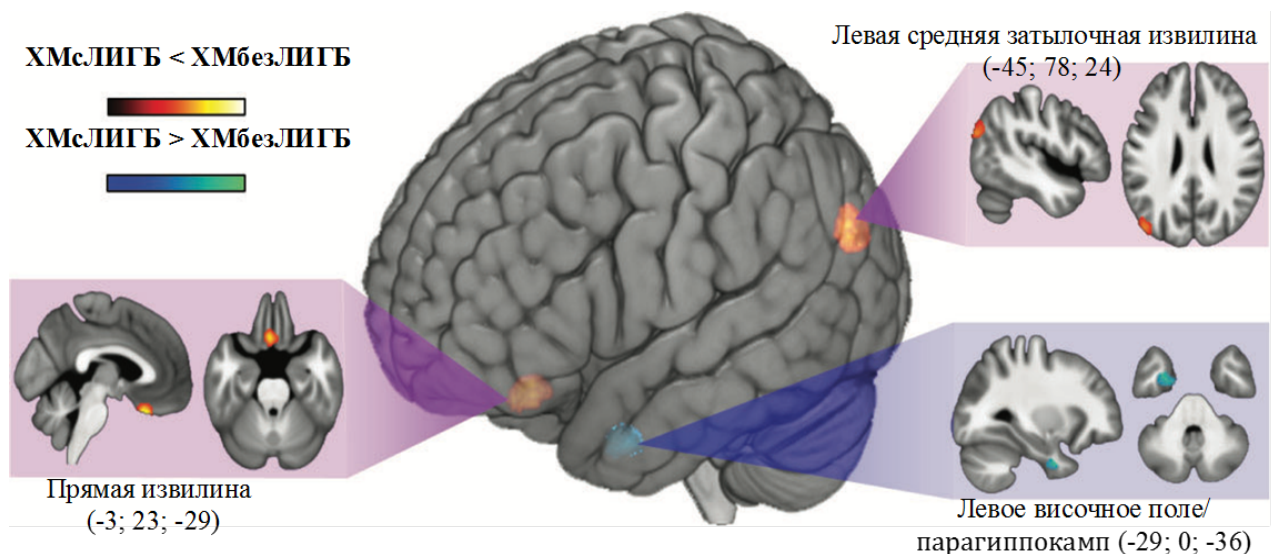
Воксель-ориентированная МРТ-морфометрия у пациентов, страдающих хронической мигренью с ЛИГБ (ХМсЛИГБ) и хронической мигренью без ЛИГБ (ХМбезЛИГБ) (Lai T.H. et al., 2012)
